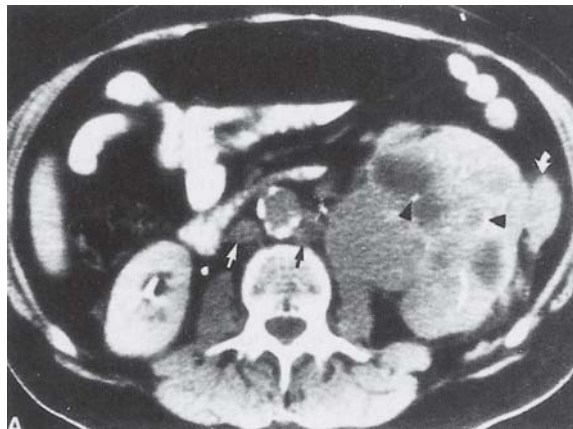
CT mit großem Nierentumor links mit Einbruch in Nierenvene und V. cava, perirenenaler Tumorausdehnung und regionalen Lymphknotenmetastasen. Aus [2]
